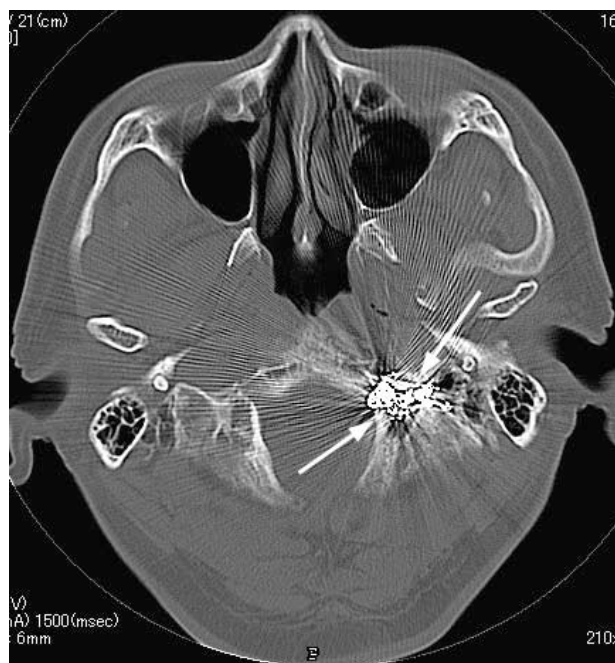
CT scan following embolization demonstrating the coil mass within the hypoglossal canal and the intraosseous venous pouch (arrows).
